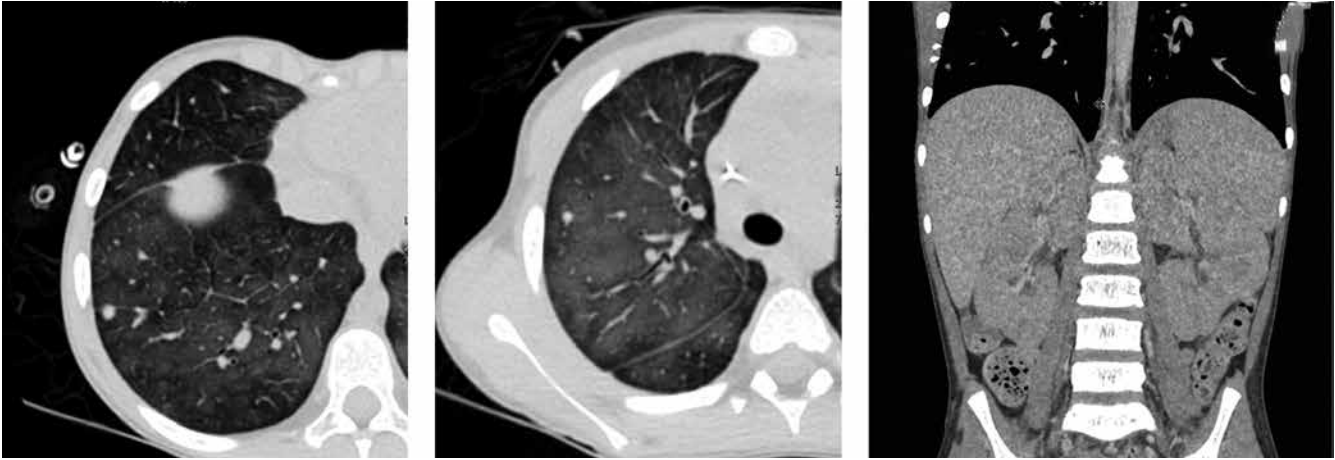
Компьютерная томография органов грудной клетки и брюшной полости с внутривенным контрастированием (14.06.2022): картина двустороннего полисегментарного специфического (опухолевого?) поражения легочной ткани, нельзя исключить интерстициальный отек легких. Паренхима неоднородная за счет очаговых изменений размерами до 0,6 см. На уровне ворот печени и паракавално – увеличенные до 1,0 см лимфатические узлы. Почки увеличены (правая 10,6 × 5,6 × 5,0 см, левая 10,5 × 5,5 × 6,5 см), структура неоднородная с включениями повышенной плотности
